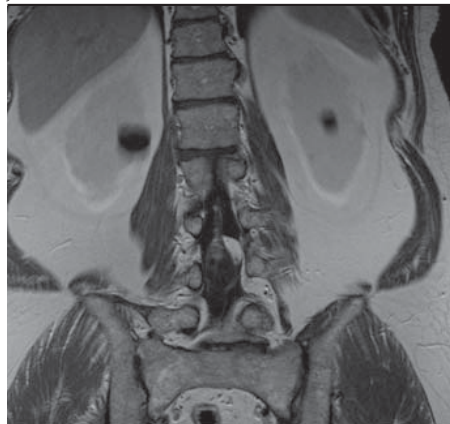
MRI LSp T2 vážený sken v sagitální projekci s nálezem intradurální expanze za tělem L4
